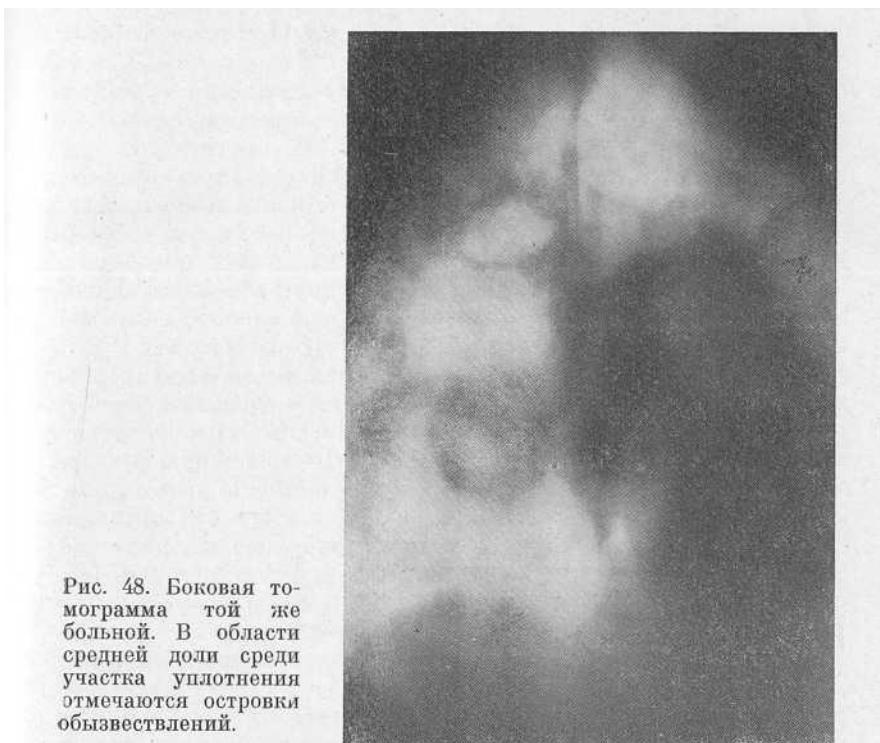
Боковая томограмма той же больной. В области средней доли среди участка уплотнения отмечаются островки обызвествлений.
